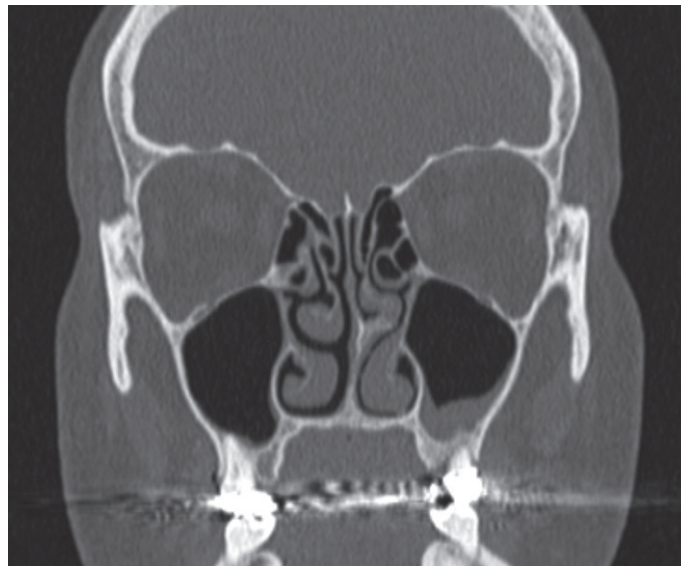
Coupe TDM coronale : déviation à gauche du septum avec éperon septal, inversion de la courbure du cornet moyen gauche, sténose du méat moyen gauche.
